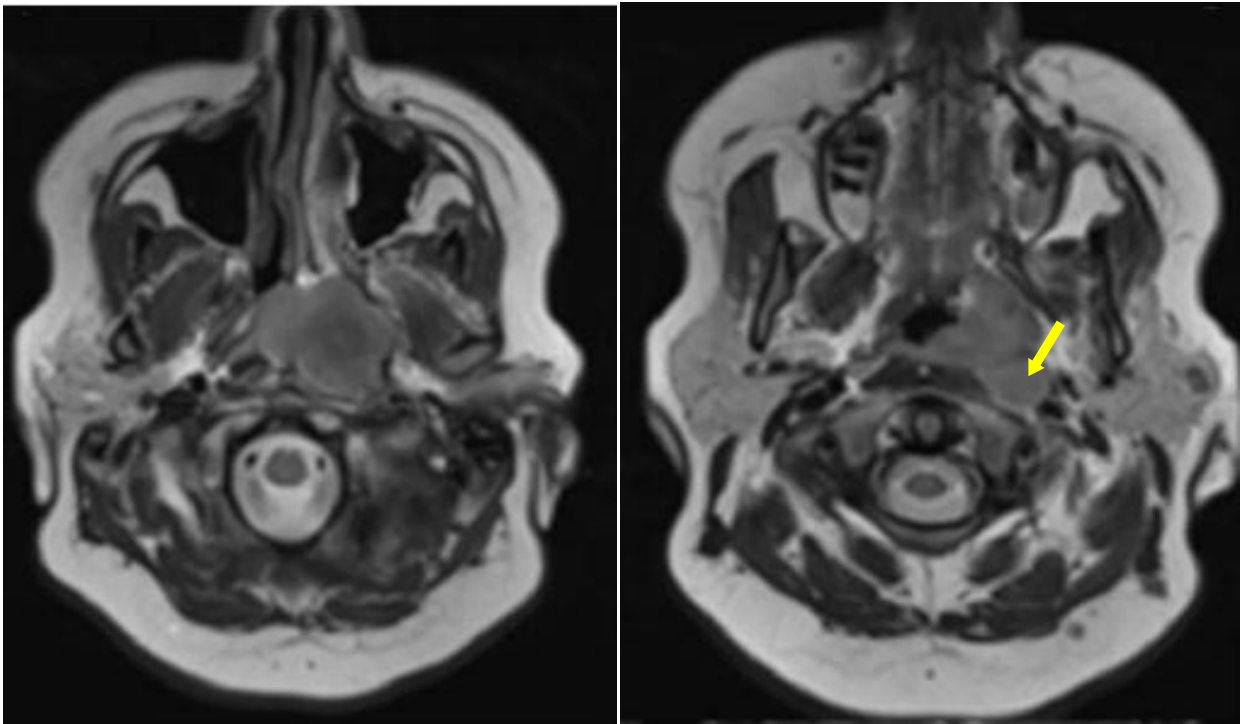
Coupes axiales et coronal IRM chez un patient présentant un UCNT classé T4N2M0 stade IVA, Objectivant une extension osseuse intéressant la base du crâne et une extension intracrânienne au sein du sinus caverneux gauche. Visualisation d'une adénopathie rétro pharyngée gauche dans le plan axial (Fleche jaune)
